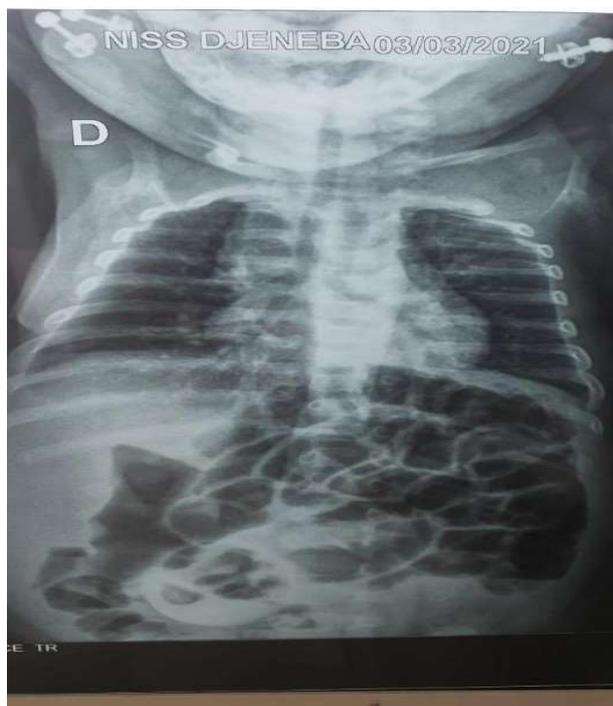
radiographie du thorax de face (corps étranger radio transparent)
